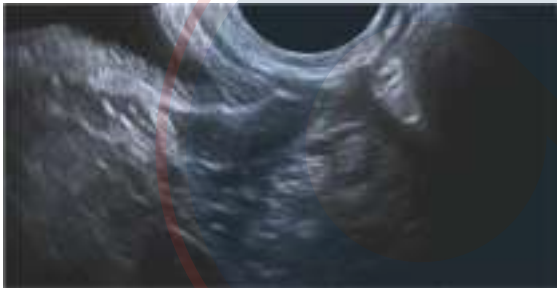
Ecografía transvaginal de un sujeto con MRKHS: hallazgo de un contorno uterino de 2 cm x 7 mm. Foto cortesía del Dr. Paolo Innocenti.
